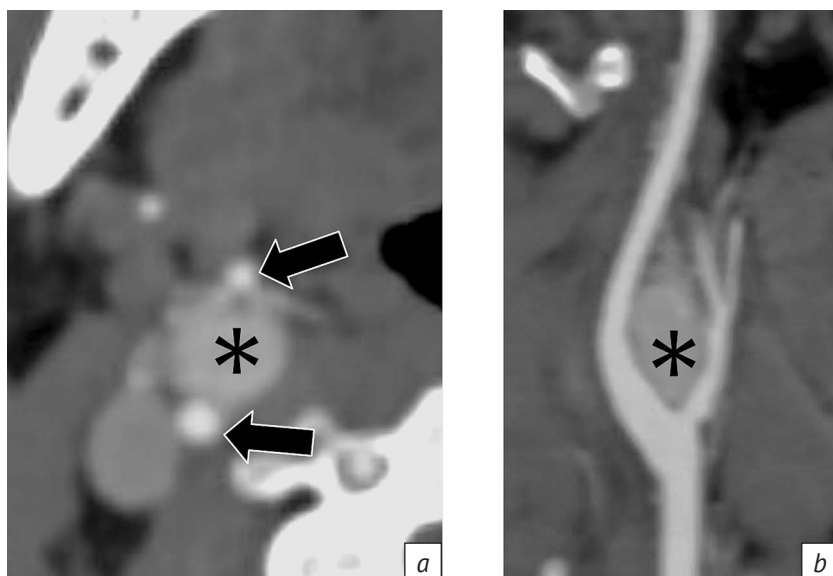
КТ-ангиограммы брахиоцефальной артерии (БЦА), артериальная фаза болюсного контрастирования. Хемодектома I типа по W. Shamblin (звездочки), прилегание опухоли к внутренней и наружной сонным артериям (стрелки):
